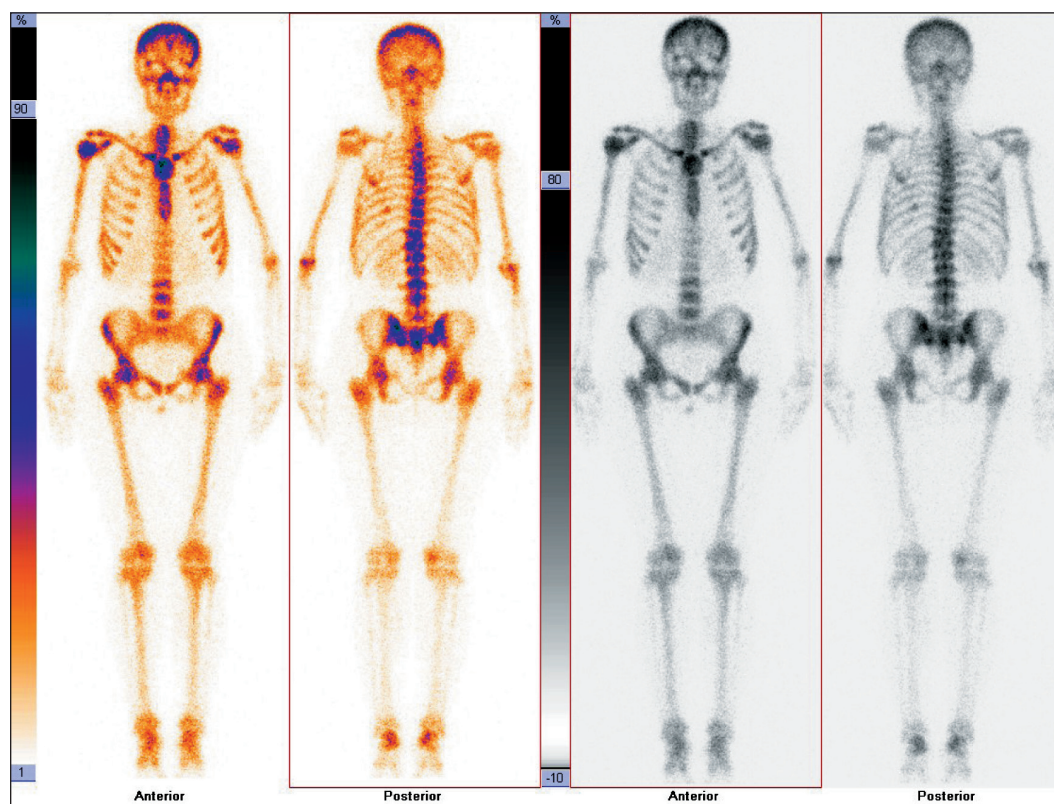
Сцинтиграмма в режиме «wholebody» в вентральной и дорзальной проекциях – скintiграфический феномен «superscan»
